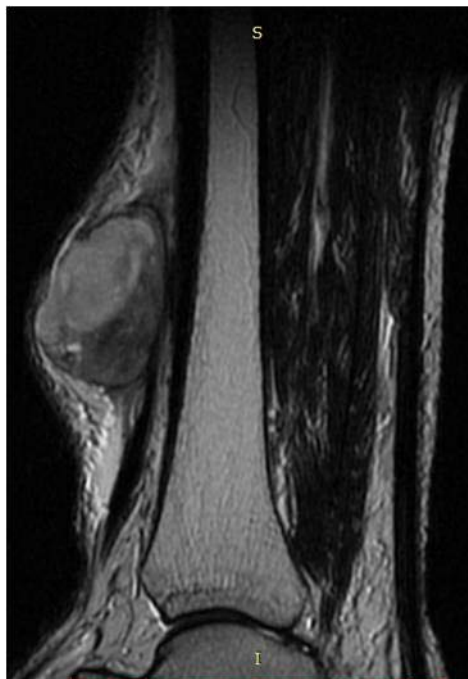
IRM de la jambe, coupe sagittale pondérée en T2
